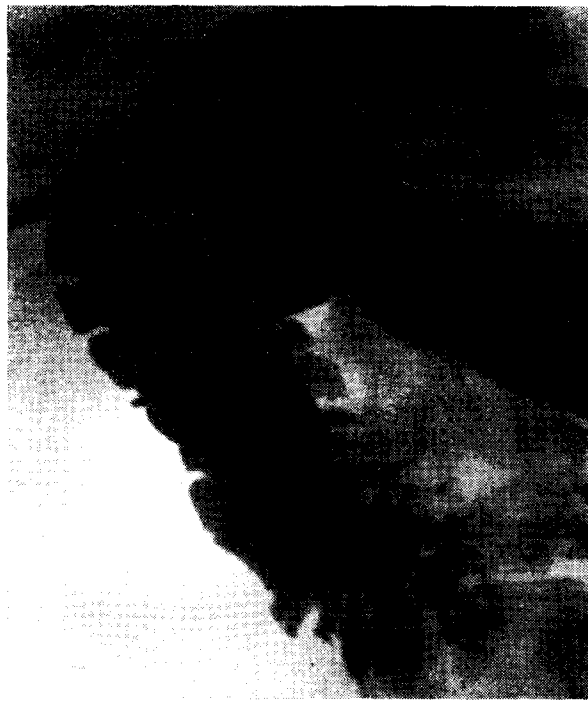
и 6. Рентгенограмма и релаксационная дуоденограмма больной В., 31 год. Малая «подкова», сближение верхнегоризонтальной и нисходящей петли лучше видны при обычном исследовании. Диагноз: Хронический панкреатит.
